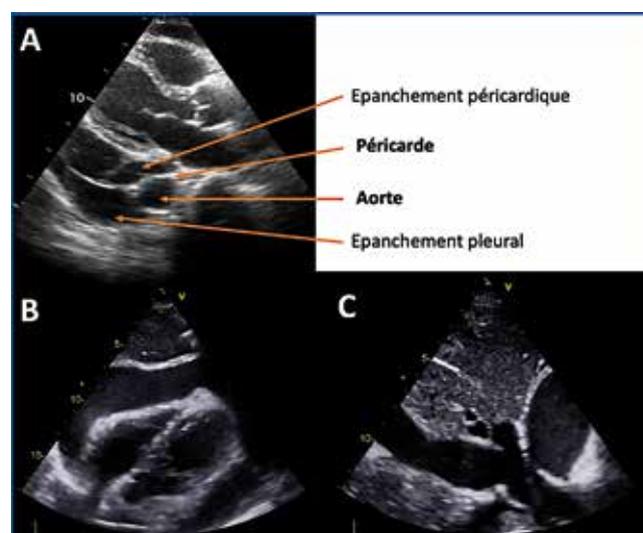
Évaluation échographique d'un épanchement péricardique : A) Rapports anatomiques du péricarde et de la plèvre; B) Collapsus diastolique du VD; C) Dilatation de la veine cave inférieure.
